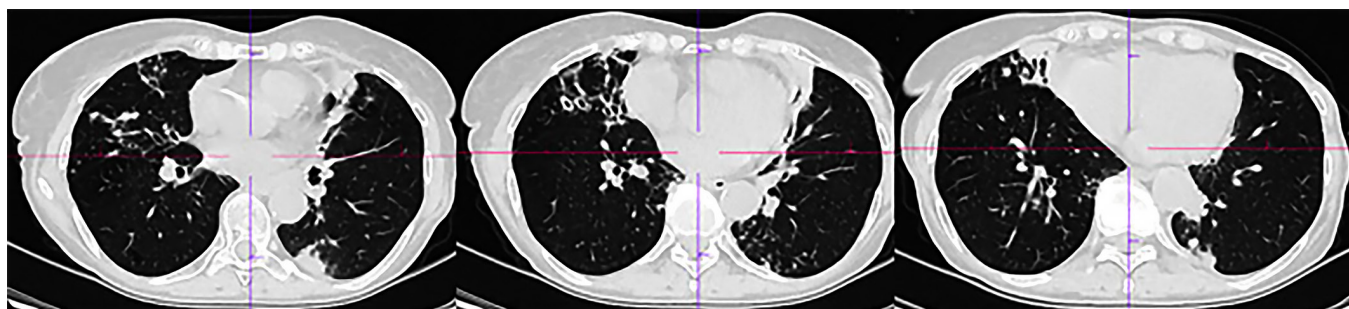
Computed tomography of the chest organs of patient R dated 03/25/2024
